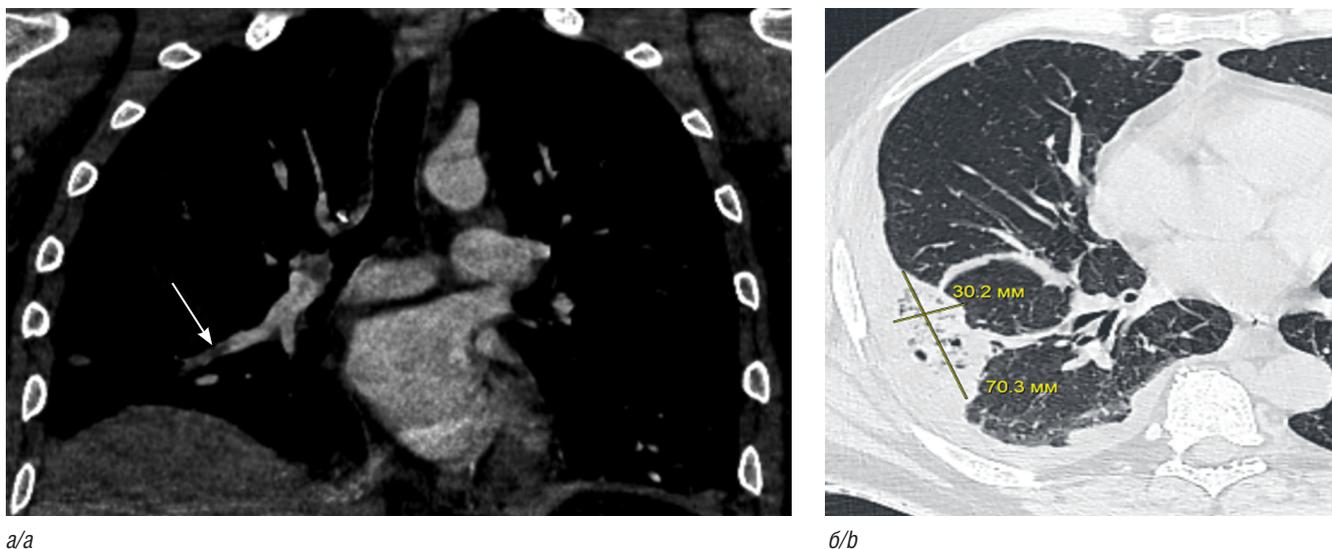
Компьютерная томограмма органов грудной клетки с внутривенным контрастированием в корональной плоскости (а) и в аксиальной плоскости (б): а — дефект контрастирования в сегментарной ветви легочной артерии; б — инфаркт легкого с полостями распада
